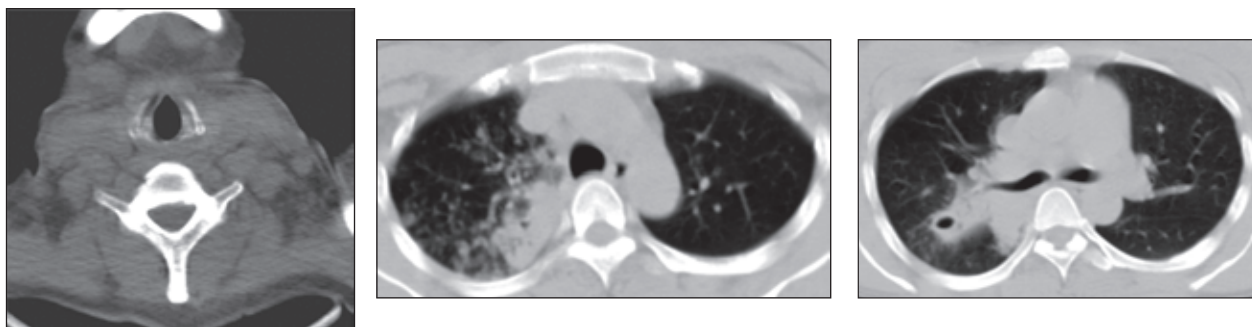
Больная Н. КТ шеи и органов грудной клетки
